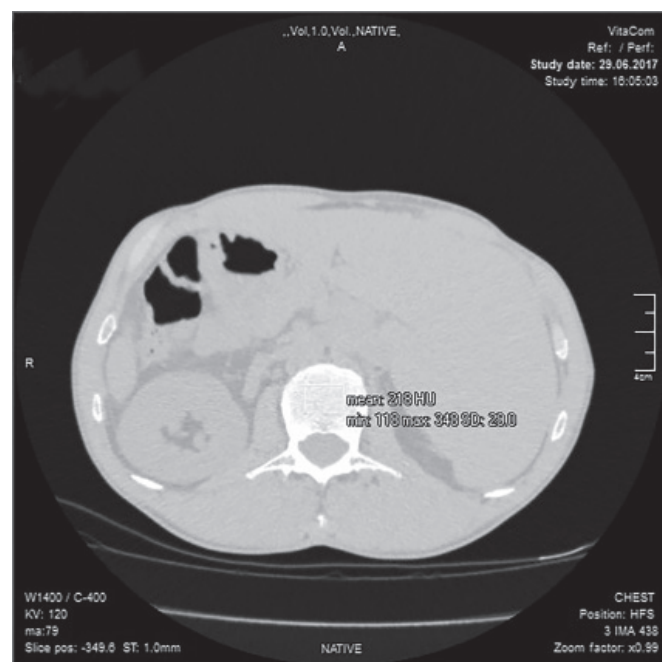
Аксіальний зріз КТ ОГК пацієнта П. з денситометричними показниками хребця через 4 роки.
